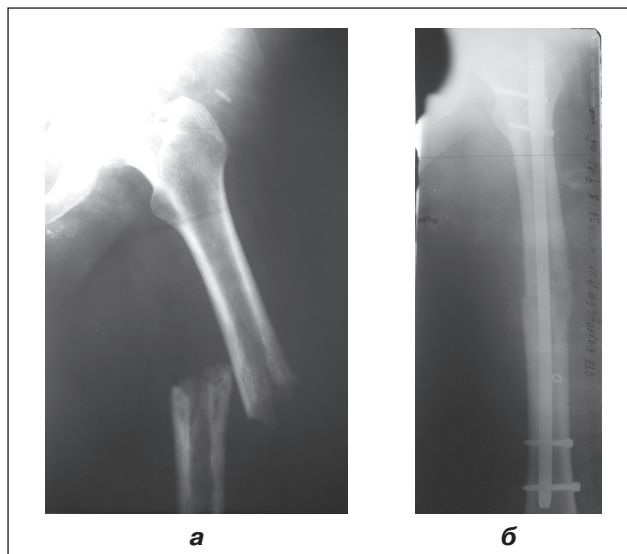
Фотоотпечатки рентгенограммы больной В.: а — патологический перелом левой бедренной кости на фоне метастаза анонимного рака; б — состояние после металлоостеосинтеза патологического перелома левой бедренной кости интрамедуллярным блокирующим стержнем
